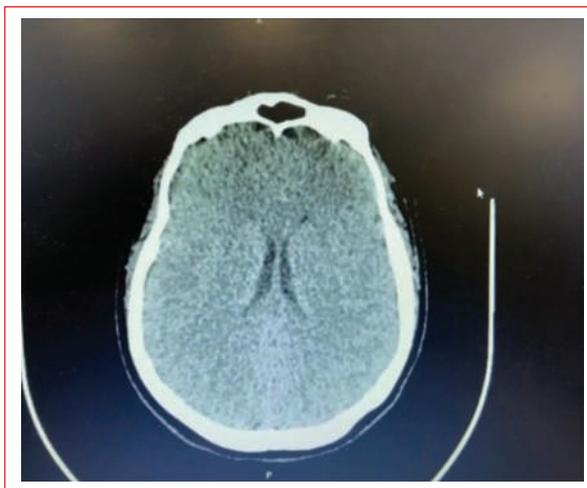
Tomografía computarizada simple de cráneo.
